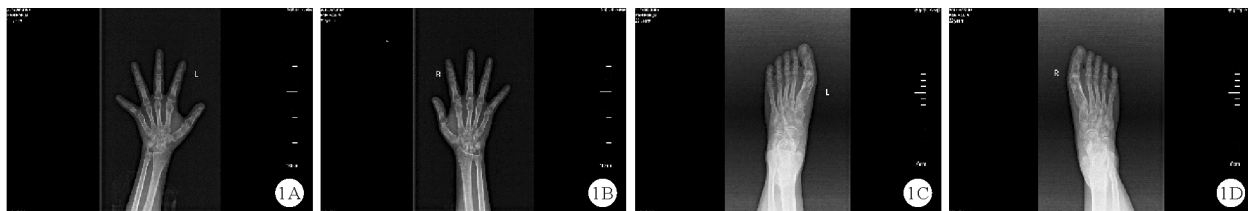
2018 年 8 月 13 日患者双手及双足 CT 检查结果(A:左手;B:右手;C:左脚;D:右脚)
